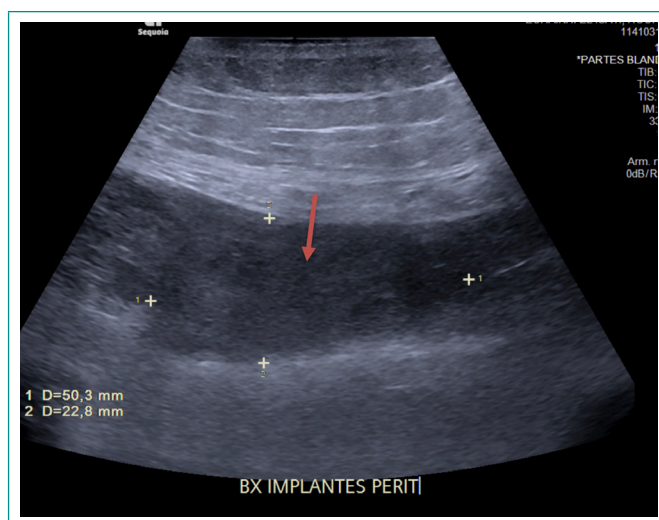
Ecografía de partes blandas a nivel abdominal con visualización de implante peritoneal (flecha roja) para realización de biopsia guiada.
